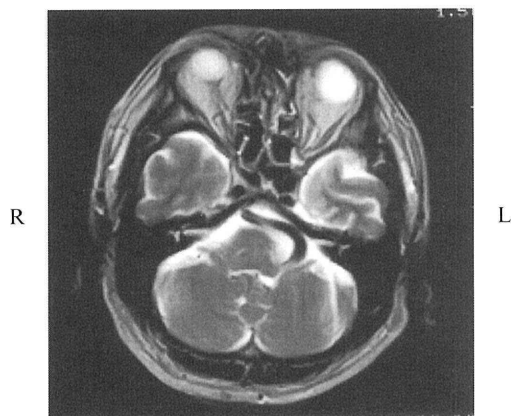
MRI T2 強調画像 (00/01/■■■)
